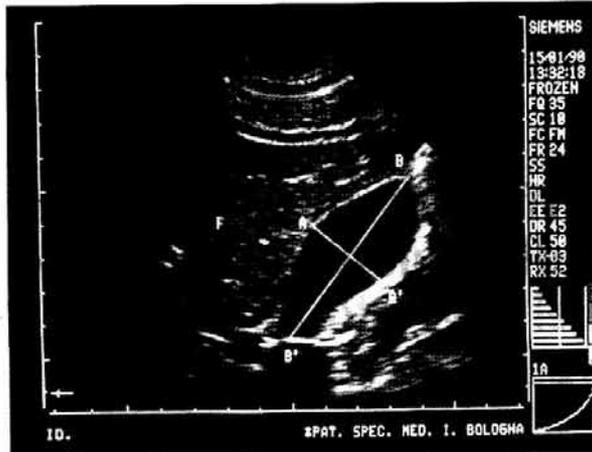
Determinazione ecografica dei diametri anteroposteriore (AA') e longitudinale (BB') della colecisti a digiuno. Fegato (F).
